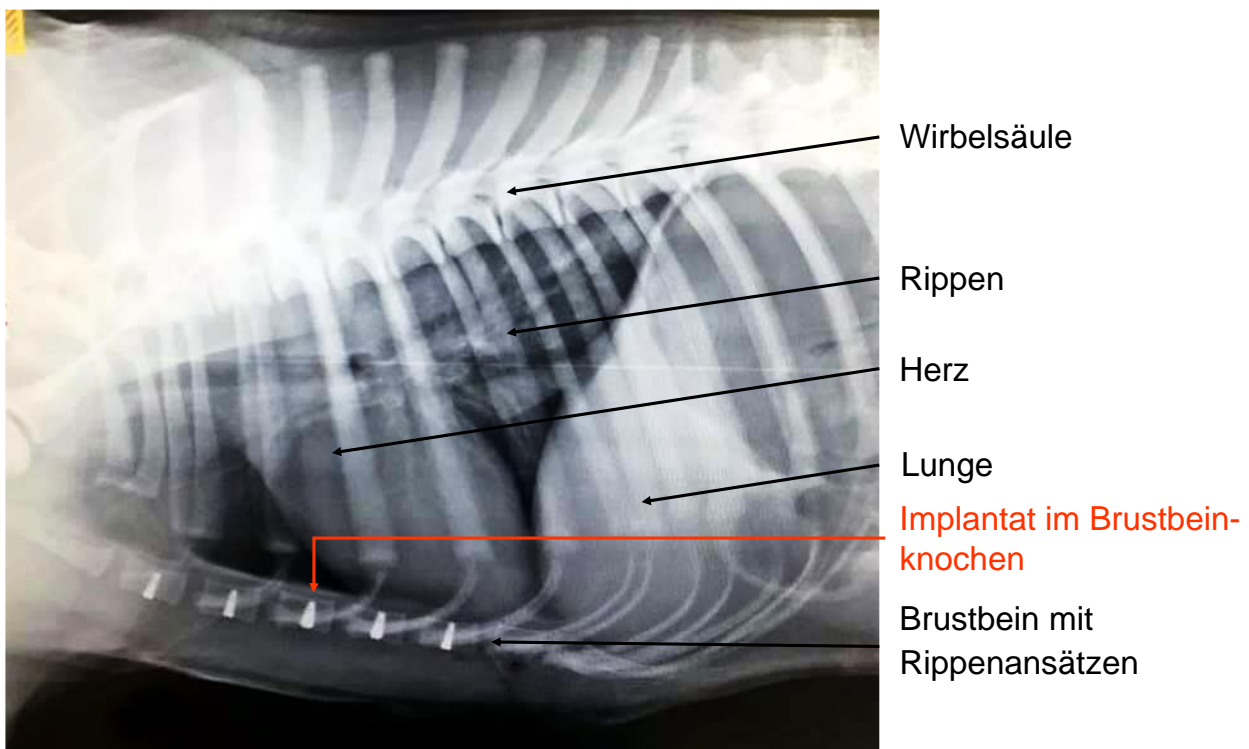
Laterale Röntgenaufnahme des Thorax eines in einer parallelen Studie eingeschlossenen Versuchstiers. Das Röntgenbild zeigt in Brustbeinknochen inserierte Implantate in situ während der Einheilphase. Mit Pfeilen gekennzeichnet sind prägnante anatomische Strukturen, wie die Wirbelsäule und die Rippen, welche als röntgenologische Verschattungen sichtbar sind. Mit Pfeilen beschriftet sind außerdem organische Strukturen wie Herz und Lunge. Die Implantate, welche als starke röntgenologische Verschattungen erscheinen. Die Implantate sind zentral im Brustbeinknochen inseriert und als röntgenologische Verschattungen sichtbar (Röntgenbild zur Verfügung gestellt von Dr. Reza Bahrami, 2017).
